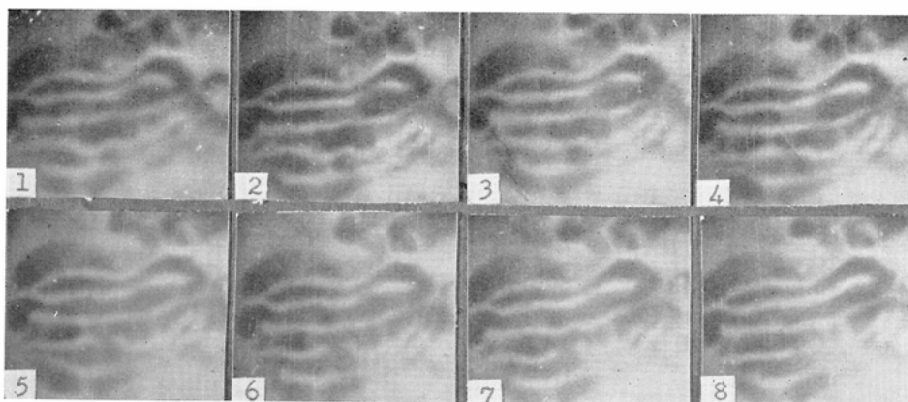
の(3), (4) 多筒性癒着腸作成後1カ月における癒着腸域X線像(ウサギNo. 27). Fig. 5 の
